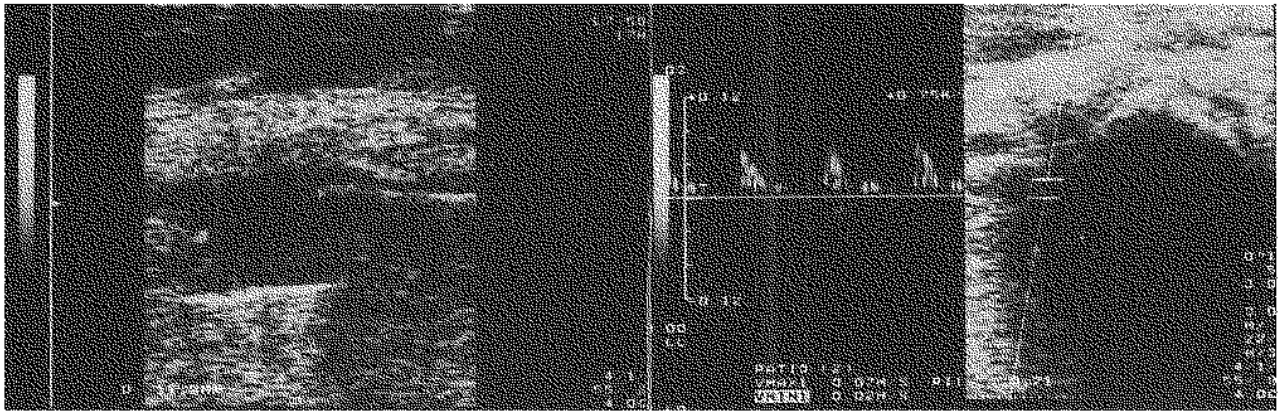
Echographie et écho-Doppler (quatrième mois post-opératoire).
